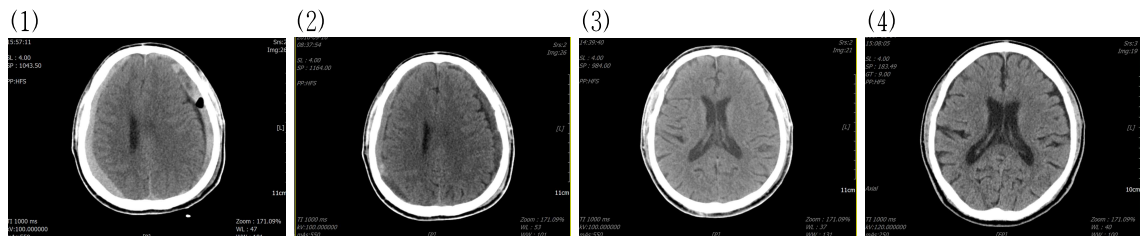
Changes of brain computed tomography (CT) imaging during the follow up period.
